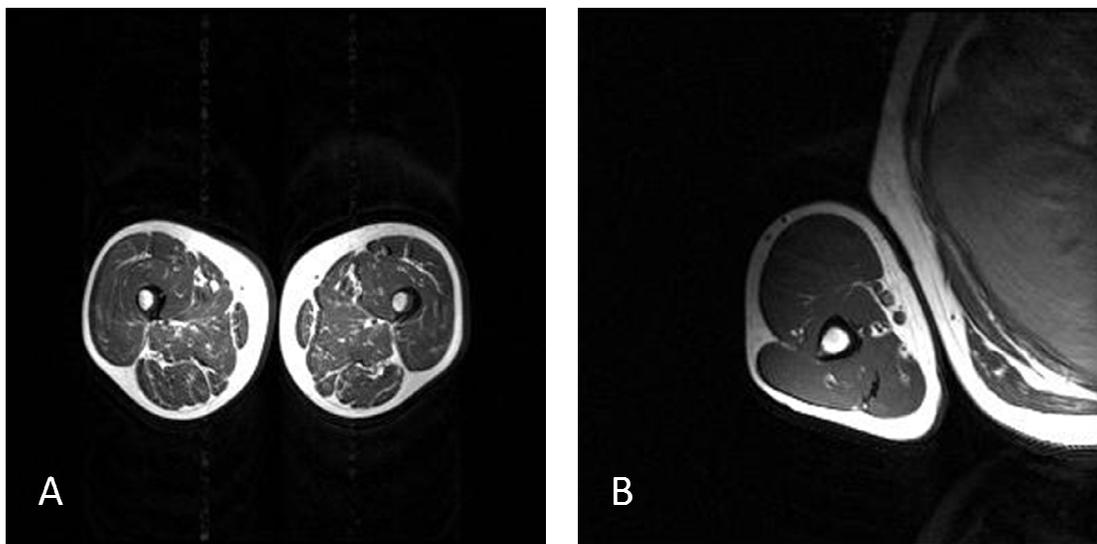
Imagens de área de secção transversa dos músculos da coxa (A) e braço (B) obtidas por ressonância magnética em um dos voluntários estudados.
